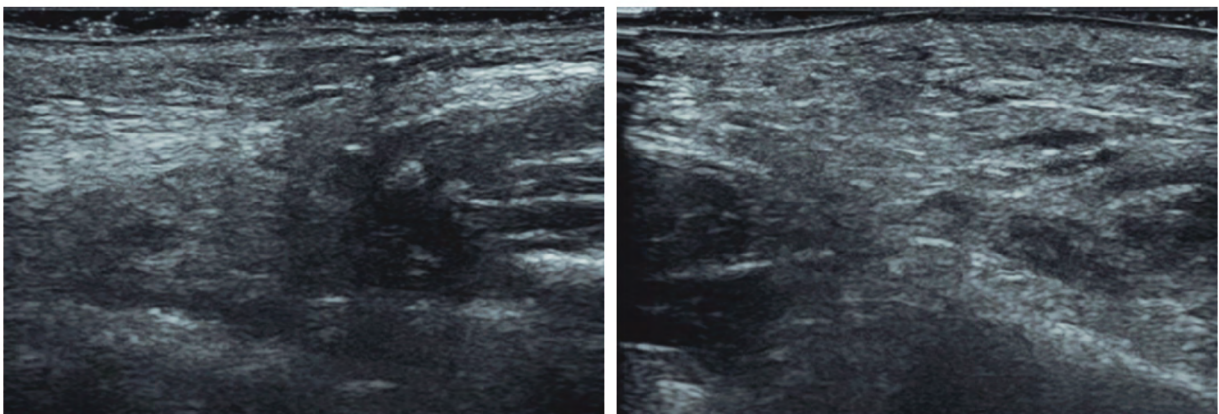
Ecografía realizada 16-02-2023, región malar derecha. En los compartimentos malaros pueden observarse focos inflamatorios con borrado parcial de la transición dermis-hipodermis y refuerzo de los septos fibrosos.
